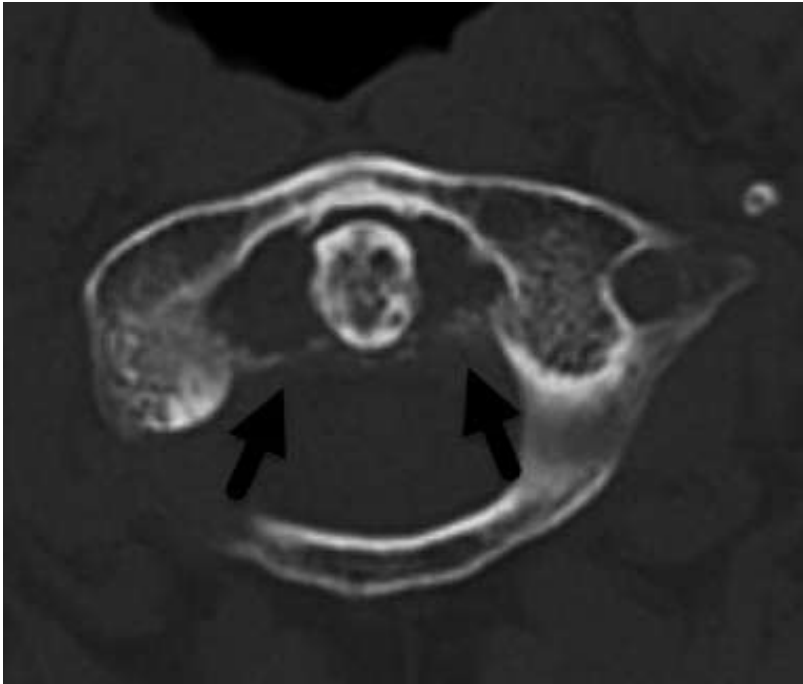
CT Schädel/HWS, altantooccipitaler Abschnitt mit Verkalkungen des Ligamentum alatum.
